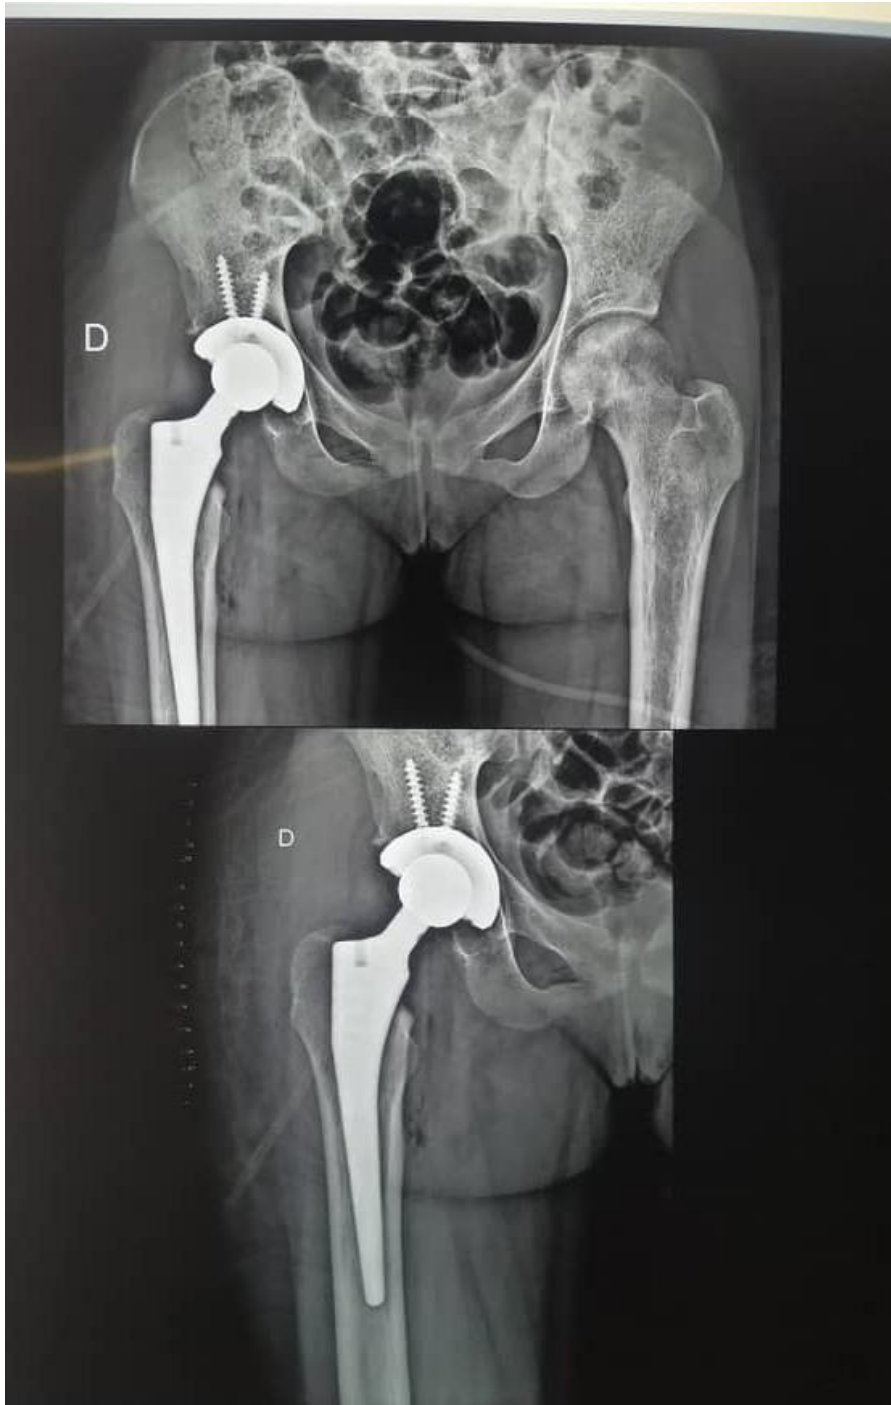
image radiographique d'une prothèse totale de hanche post fracture du col fémoral droit d'une personne âgée
